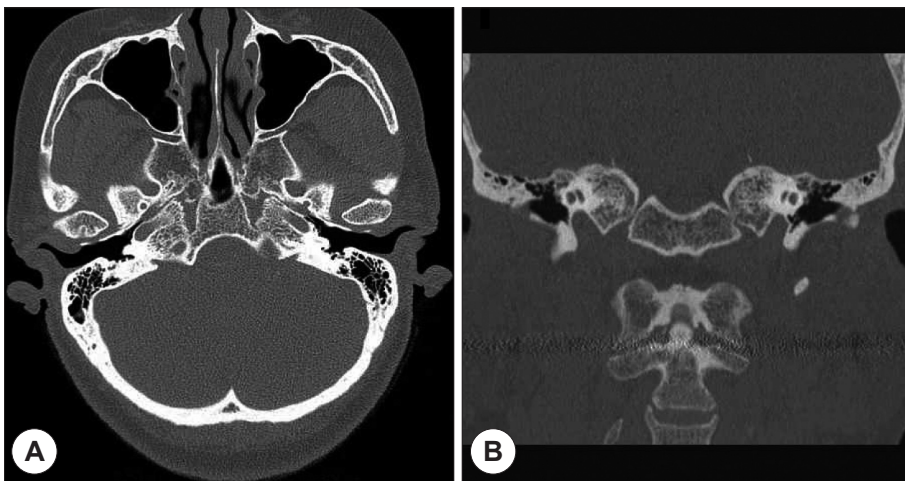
Axial (A) and coronal (B) view of temporal bone CT scan. Bony defects of both anterior EAC were seen especially at axial view (A).
